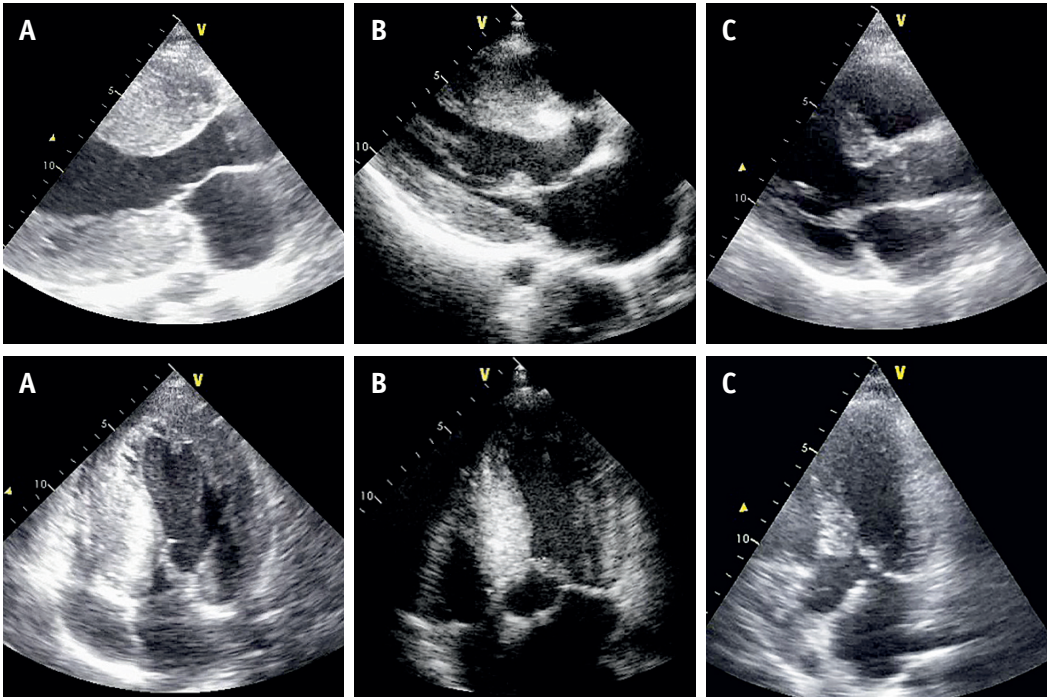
Echokardiographische Darstellung von 3 Geschwistern einer Familie mit HOCM (A: 17-jähriger Mann; B: 23-jähriger Mann; C: 34-jährige Frau) und extrem ausgeprägter Variabilität der Hypertrophie in der parasternalen Längsachse in Diastole (obere Reihe) und apikalen 4-Kammerblick in Systole mit deutlichem SAM-Phänomen (untere Reihe)
